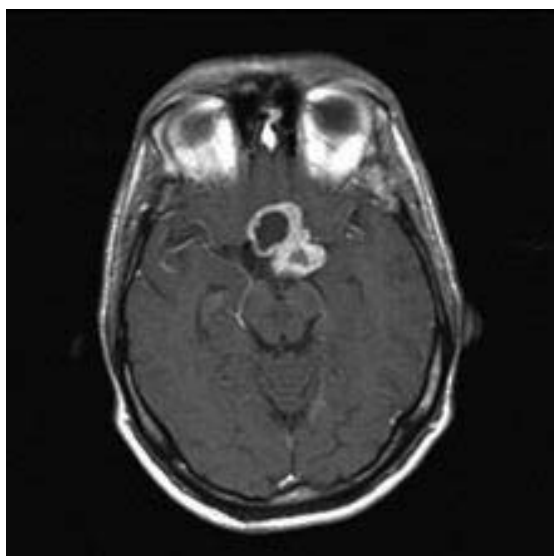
Краниофарингиома, эндо-, супраселлярное распространение, с кистозным и солидным компонентами, признаки «усиления» солидного компонента МРТ головного мозга, T1-W, после в/в введения контрастного вещества.
